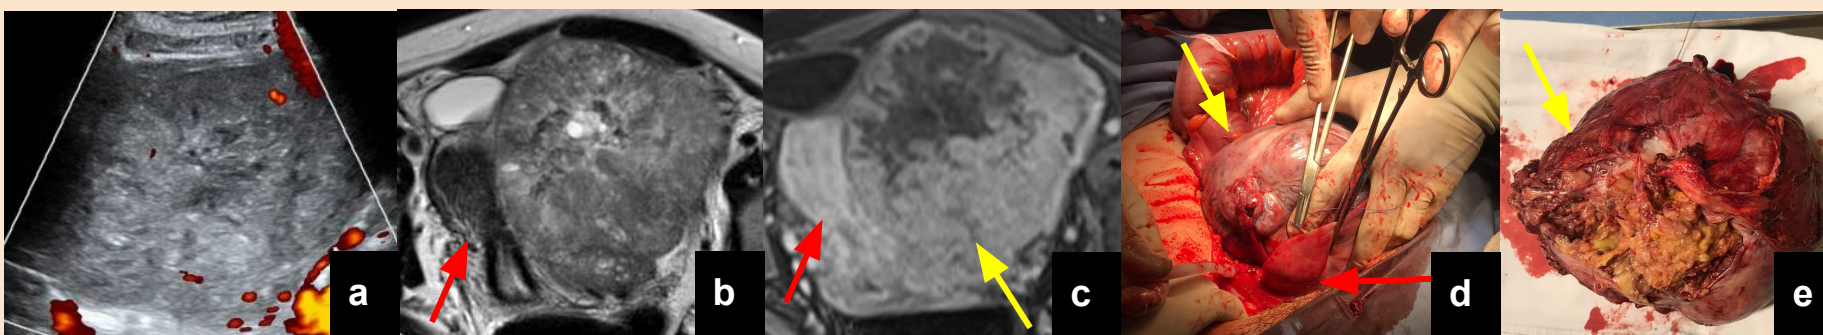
O-RADS 4 en Paciente premenopáusica. a) En ecografía transvaginal se observa una lesión sólida con componente quístico a nivel centroabdominal que impresionaba estar en relación al ovario izquierdo, con Score color=2. b) T2 axial: lesión heterogénea predominantemente sólida con áreas quísticas que desplaza el útero (flecha roja). c) T1 Fat-Sat con contraste axial donde se observa que el componente sólido de la lesión (flecha amarilla) presenta realce similar o levemente menor al miometrio (flecha roja). d y e) Lesión tumoral en ovario izquierdo (flecha amarilla) en íntima relación con el útero (flecha roja).
